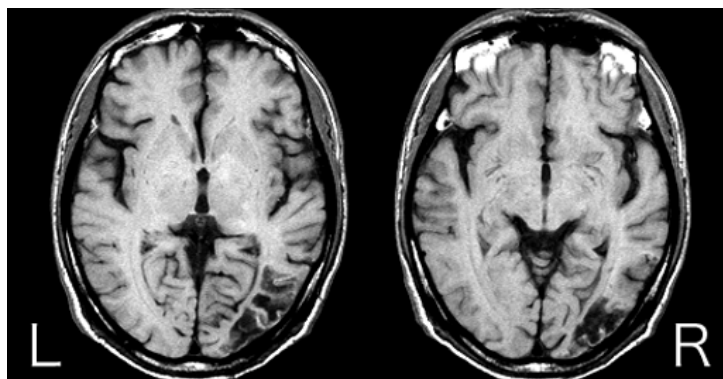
症例3の頭部MRI。右後頭葉外側面に限局した脳梗塞を認める。
